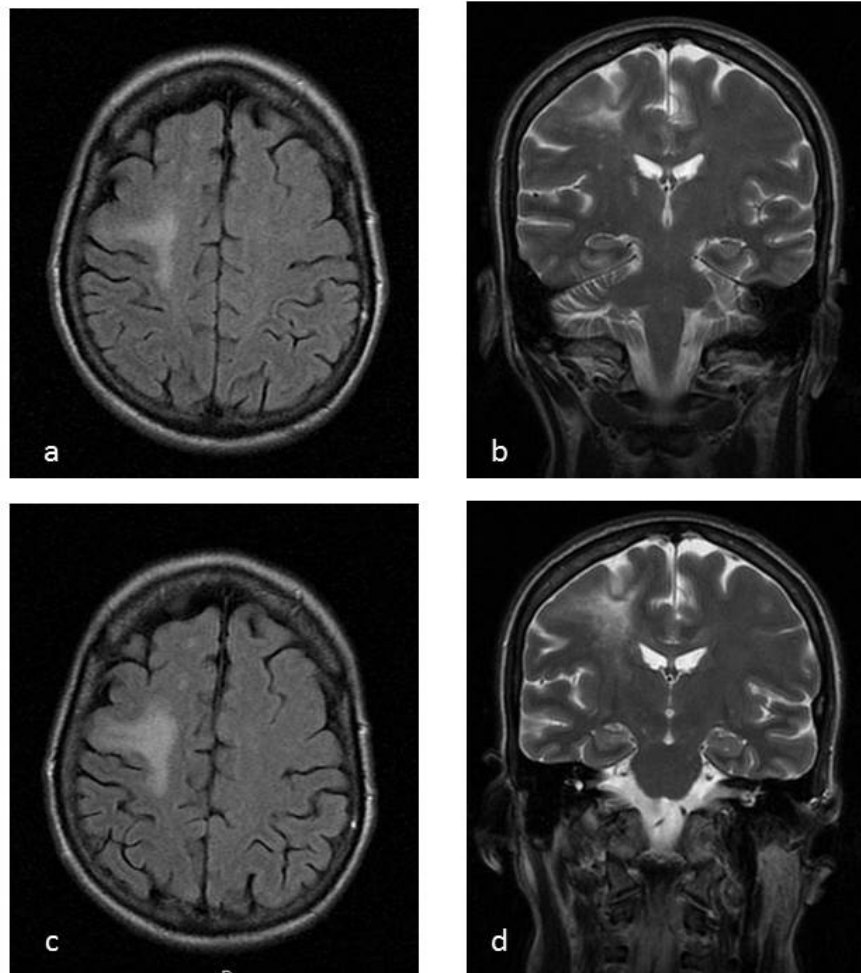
Síndrome de reconstitución inmune (SRI). Imágenes axial FLAIR (a) y coronal SE T2 (b) pretratamiento y 4 semanas tras el inicio del tratamiento antiretroviral (TARGA) (c y d). Se observa aumento del tamaño de la lesión subcortical y de fibras en U fronto-parietal derecha, con aparición de efecto masa. Clínicamente parestesias y paresia en extremidad superior izquierda que había empeorado tras la instauración del tratamiento.
